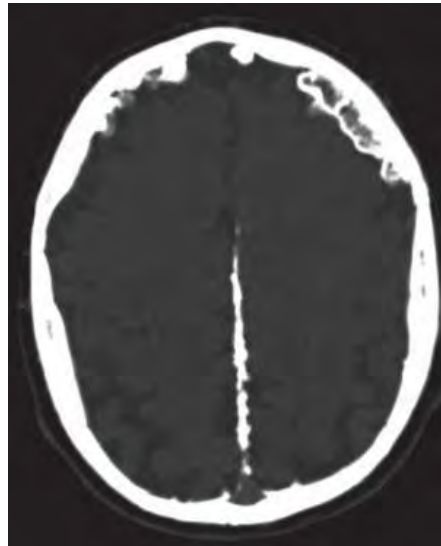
TAC de cráneo que muestra calcificación de la hoz de cerebro.⁸
